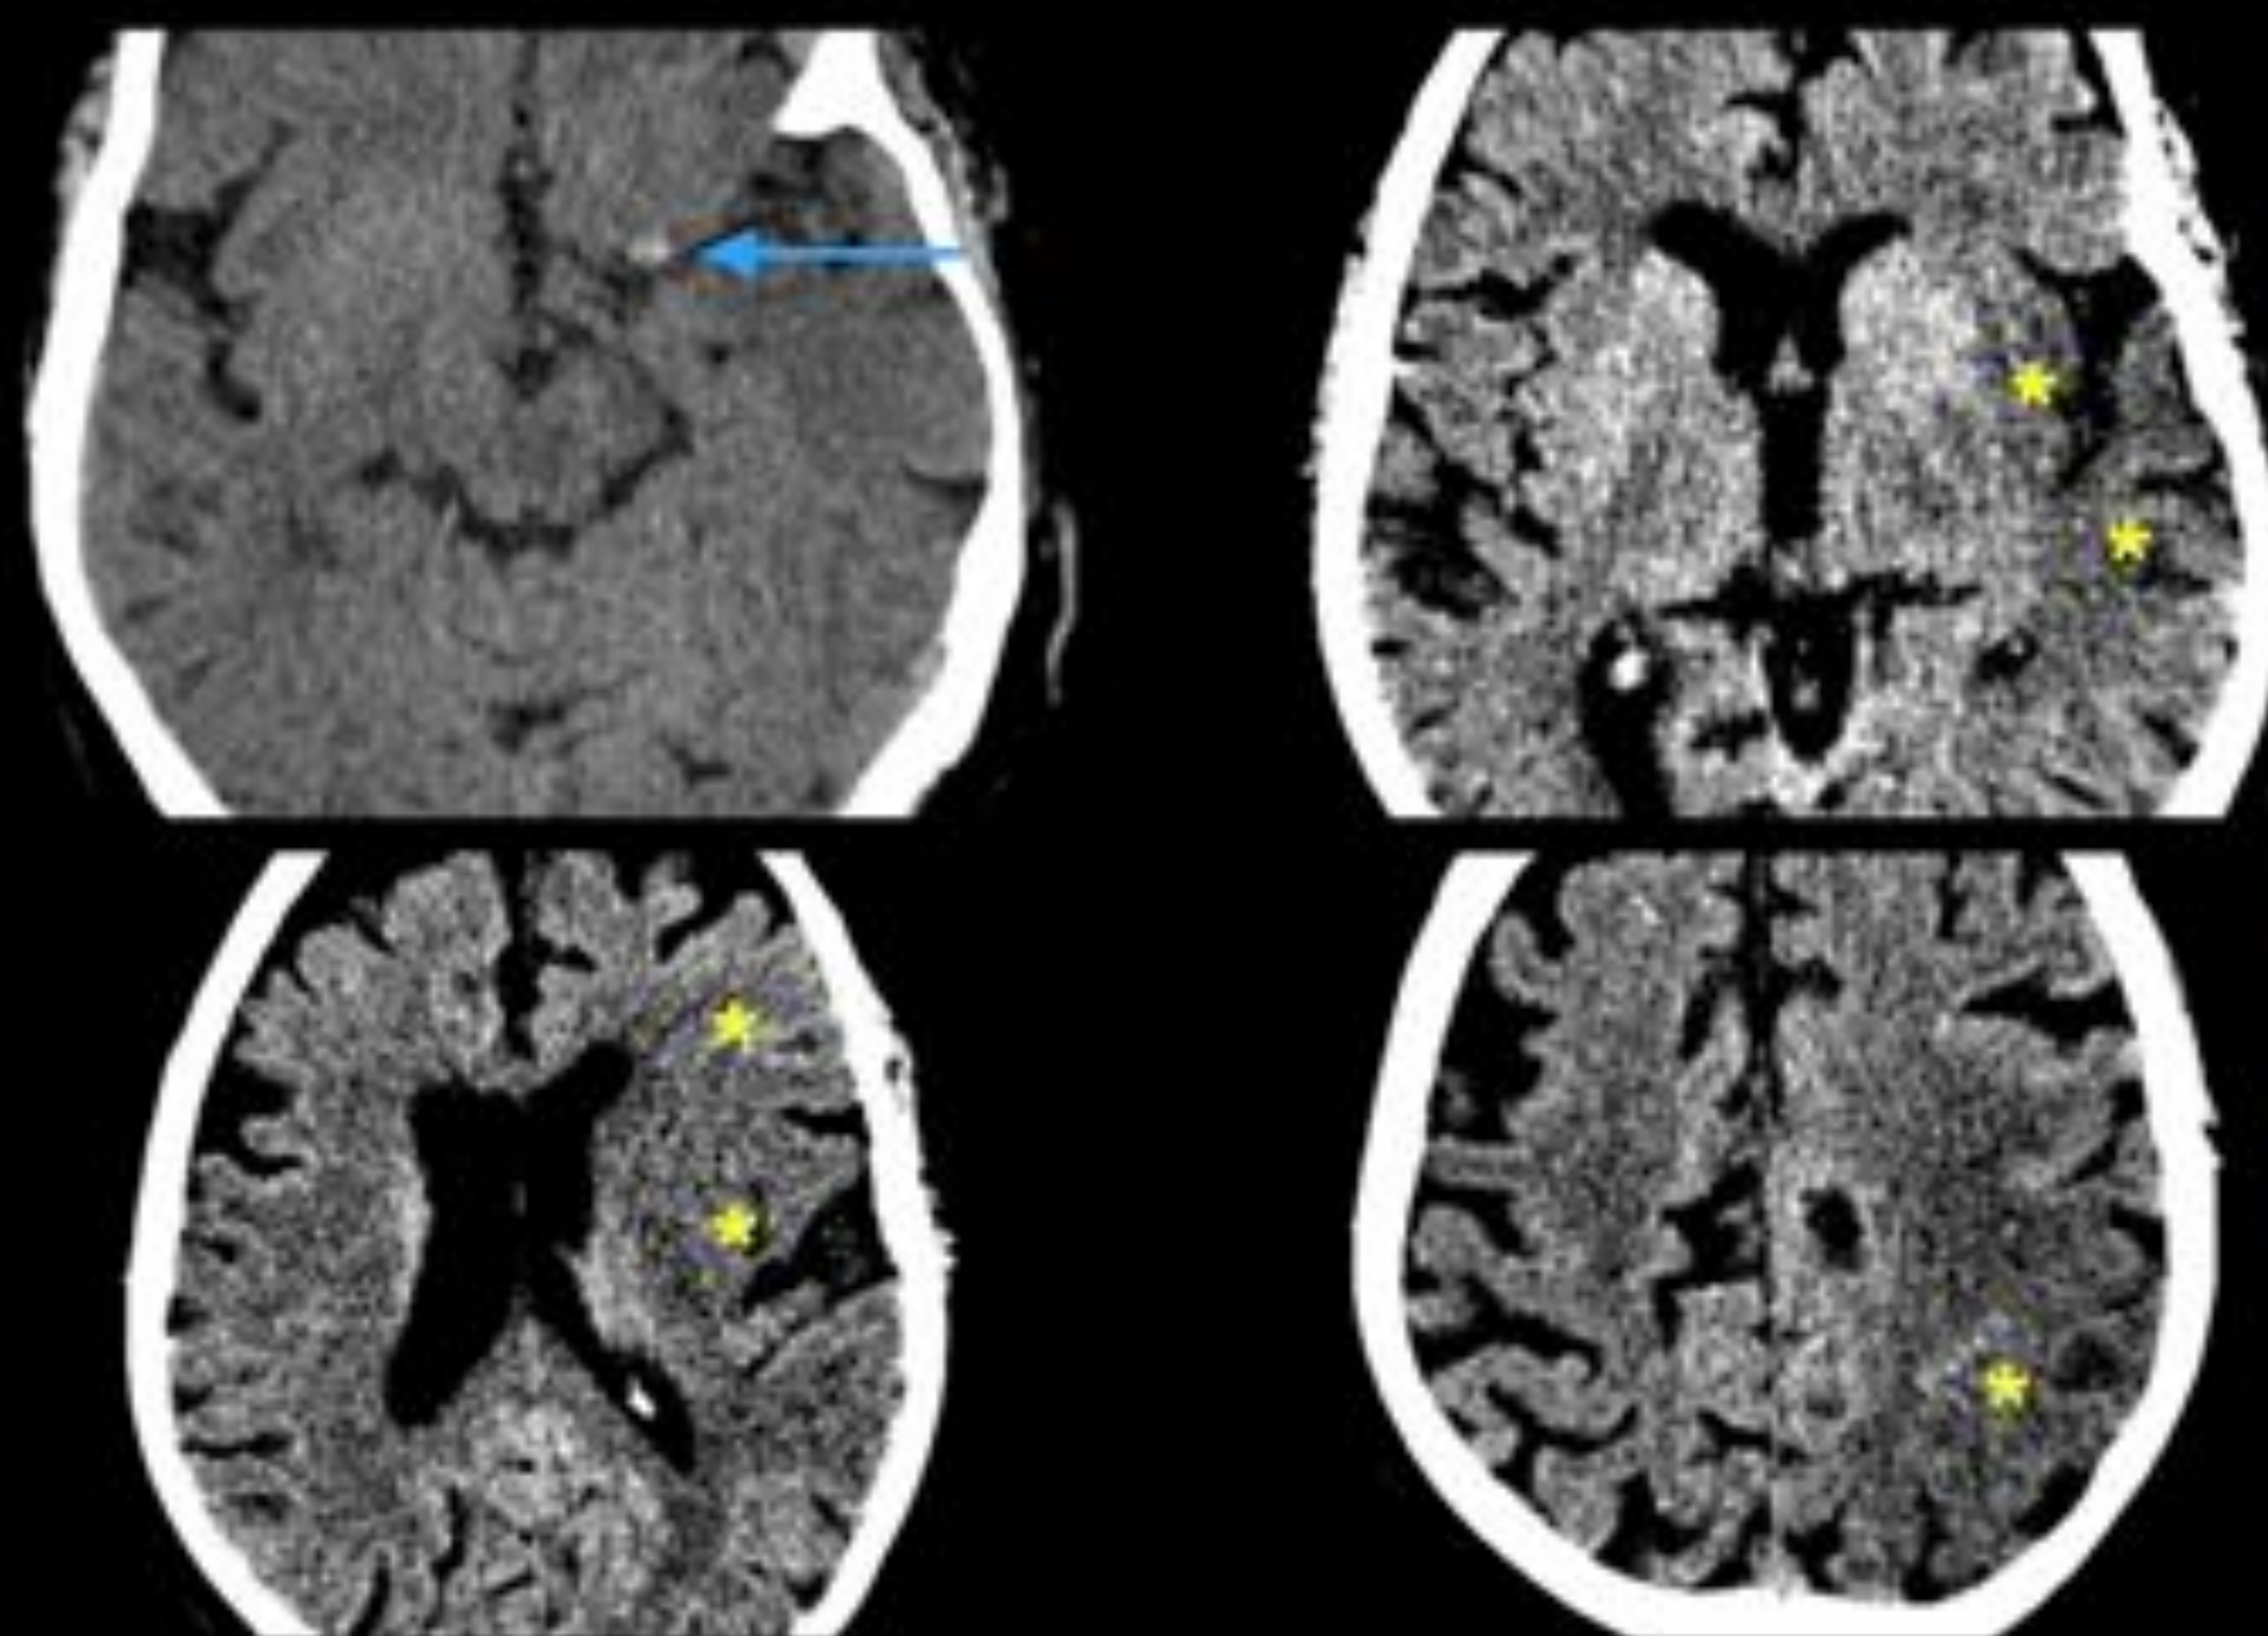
Mujer de 82 años con factores de riesgos cardiovasculares (FRCV), hemiparesia derecha y afasia de más de 6 horas de evolución. Se realiza TC sin contraste y se visualiza hiperdensidad (flecha azul) en M1 proximal izquierda en relación con oclusión aguda e hipodensidades múltiples (asteriscos amarillos) en territorio de ACM izquierda (ínsula, M2, M4, M5, M6, ASPECTS <7)
